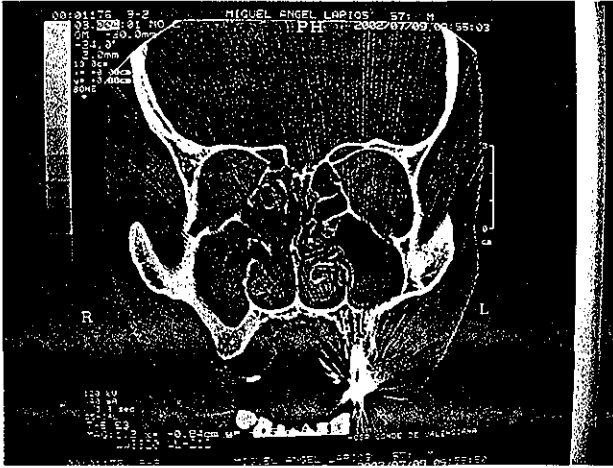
Tomografía computada en corte coronal de paciente con papiloma nasal invertido que muestra la ocupación de la fosa nasal, etmoides y seno maxilar derecho, con erosión ósea.
